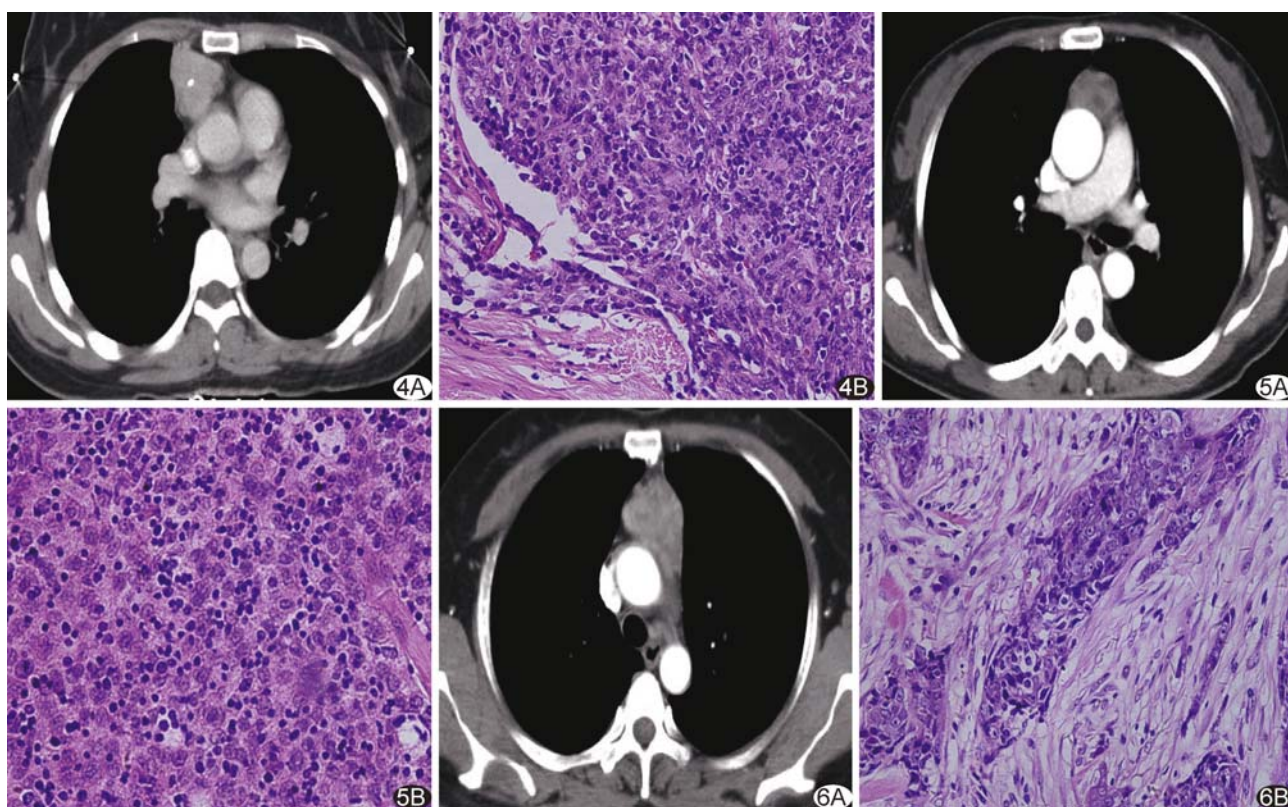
患者女,63 岁,B2 型胸腺瘤 A. 分叶状,病灶最大径 4.0 cm,增强后 CT 值 74 HU,见点状钙化,影像分期 II 期,临床分期 II 期; B. 淋巴细胞减少,上皮细胞增多(HE, $\times 400$) 图 5 患者女,68 岁,B3 型胸腺瘤合并 MG A. 病灶呈类圆形,最大径 3.5 cm,增强后 CT 值 67 HU,可见囊变,影像分期 II 期,临床分期 III 期; B. 淋巴细胞进一步减少,上皮细胞进一步增多(HE, $\times 400$) 图 6 患者女,53 岁,胸腺癌 A. 铸型生长,最大径 6.2 cm,增强后 CT 值 87 HU,可见囊变,影像分期 IVb 期,临床分期 IVb 期,合并肝转移; B. 上皮细胞核异型性明显,缺少淋巴细胞(HE, $\times 400$)
